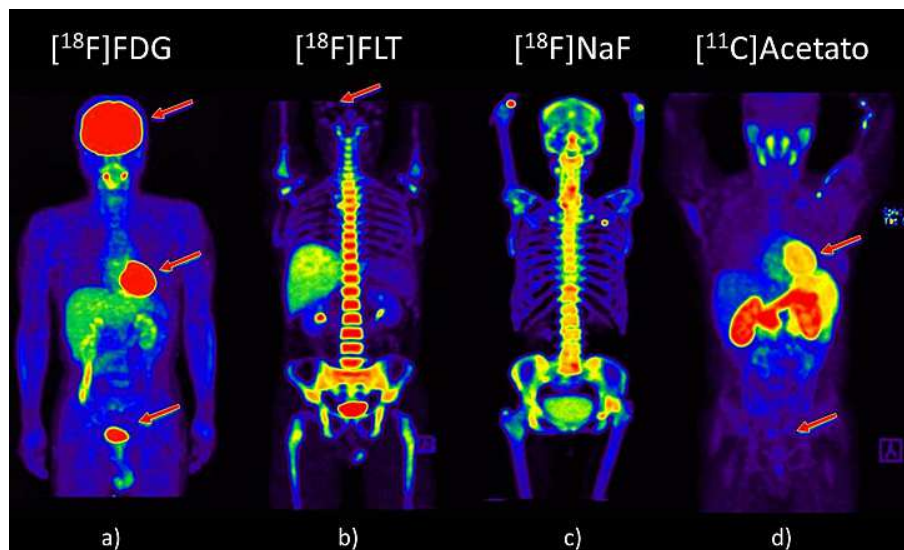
Imágenes PET de individuos sanos para estudiar: (a) metabolismo de la glucosa, (b) proliferación celular, (c) lesiones óseas y (d) metabolismo β oxidativo. Fuente: Dr. M. A. Ávila Rodríguez, Unidad PET/CT-Ciclotrón, Facultad de Medicina, UNAM.
